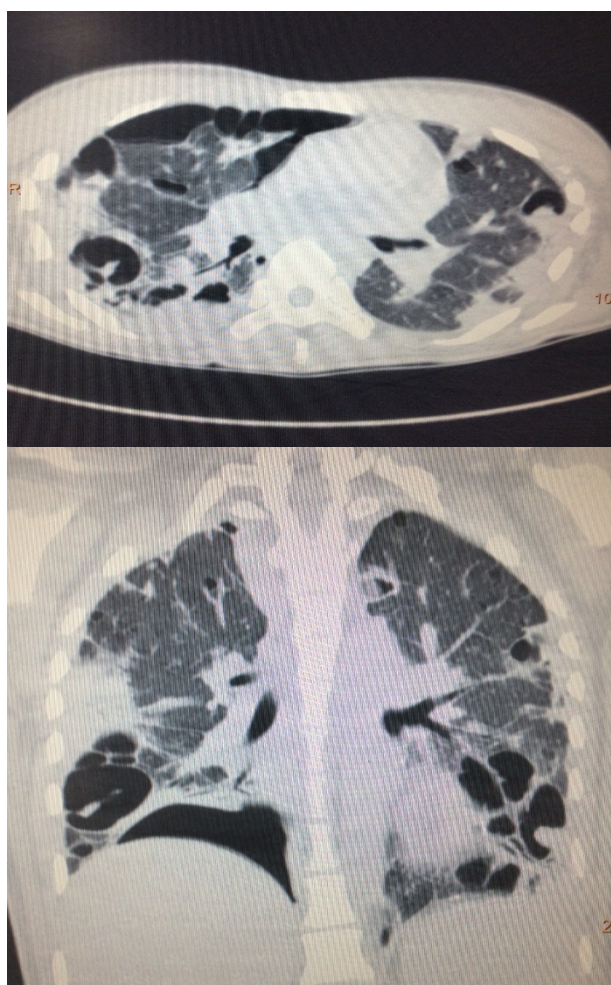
Компьютерная томограмма легких на 14 день терапии
